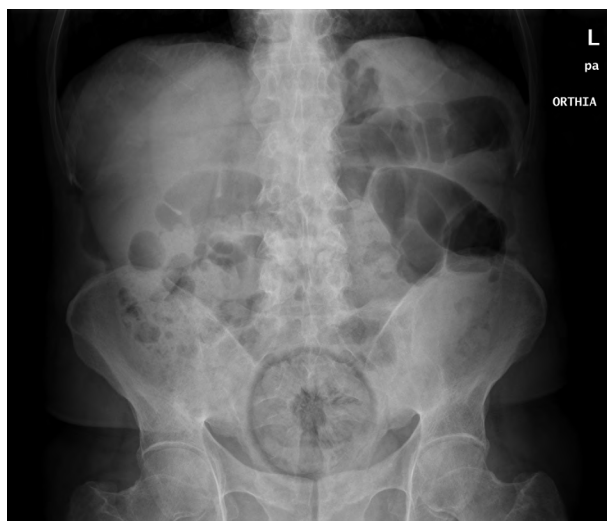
Abdominal radiography showing an orange in the rectum of a 53-year-old male
